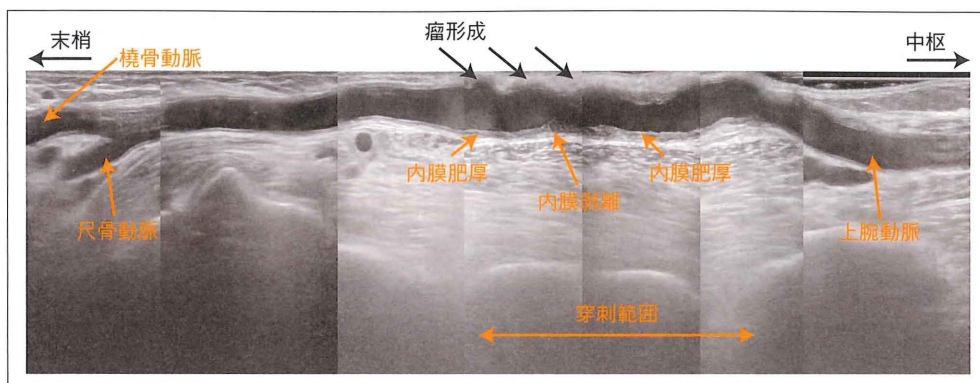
エコー画像を貼り合わせたVA図（上腕動脈表在化）
